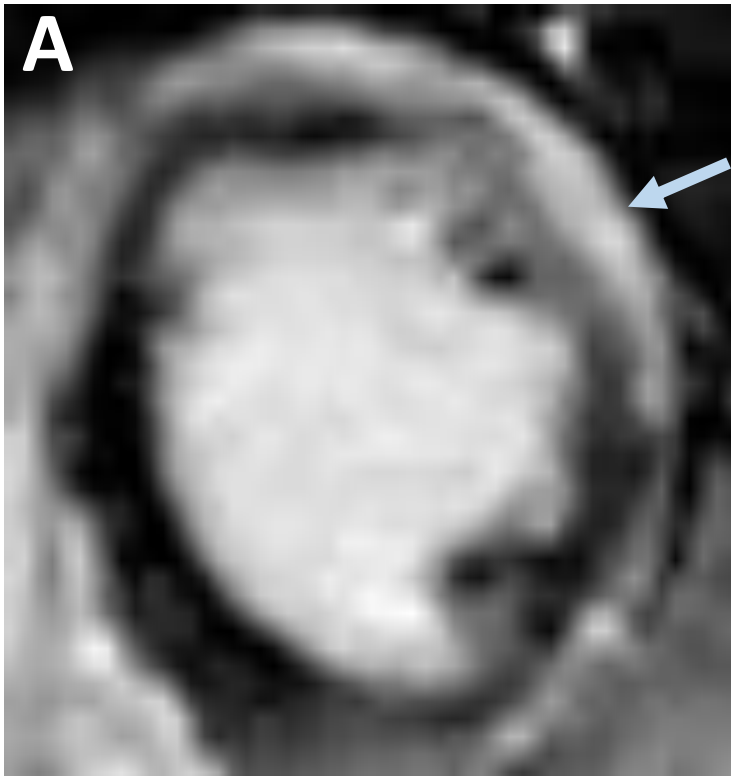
Paciente de 60 años con dolor torácico tras revascularización de la arteria coronaria circunfleja. RM con secuencias de realce precoz y tardío con gadolinio. Hiperintensidad transmural en la pared lateral del miocardio compatible con necrosis (flecha verde). En el centro del área necrótica se observa una extensa región hipointensa tanto en las imágenes de realce precoz como tardío correspondiente a la obstrucción microvascular (flecha azul).
